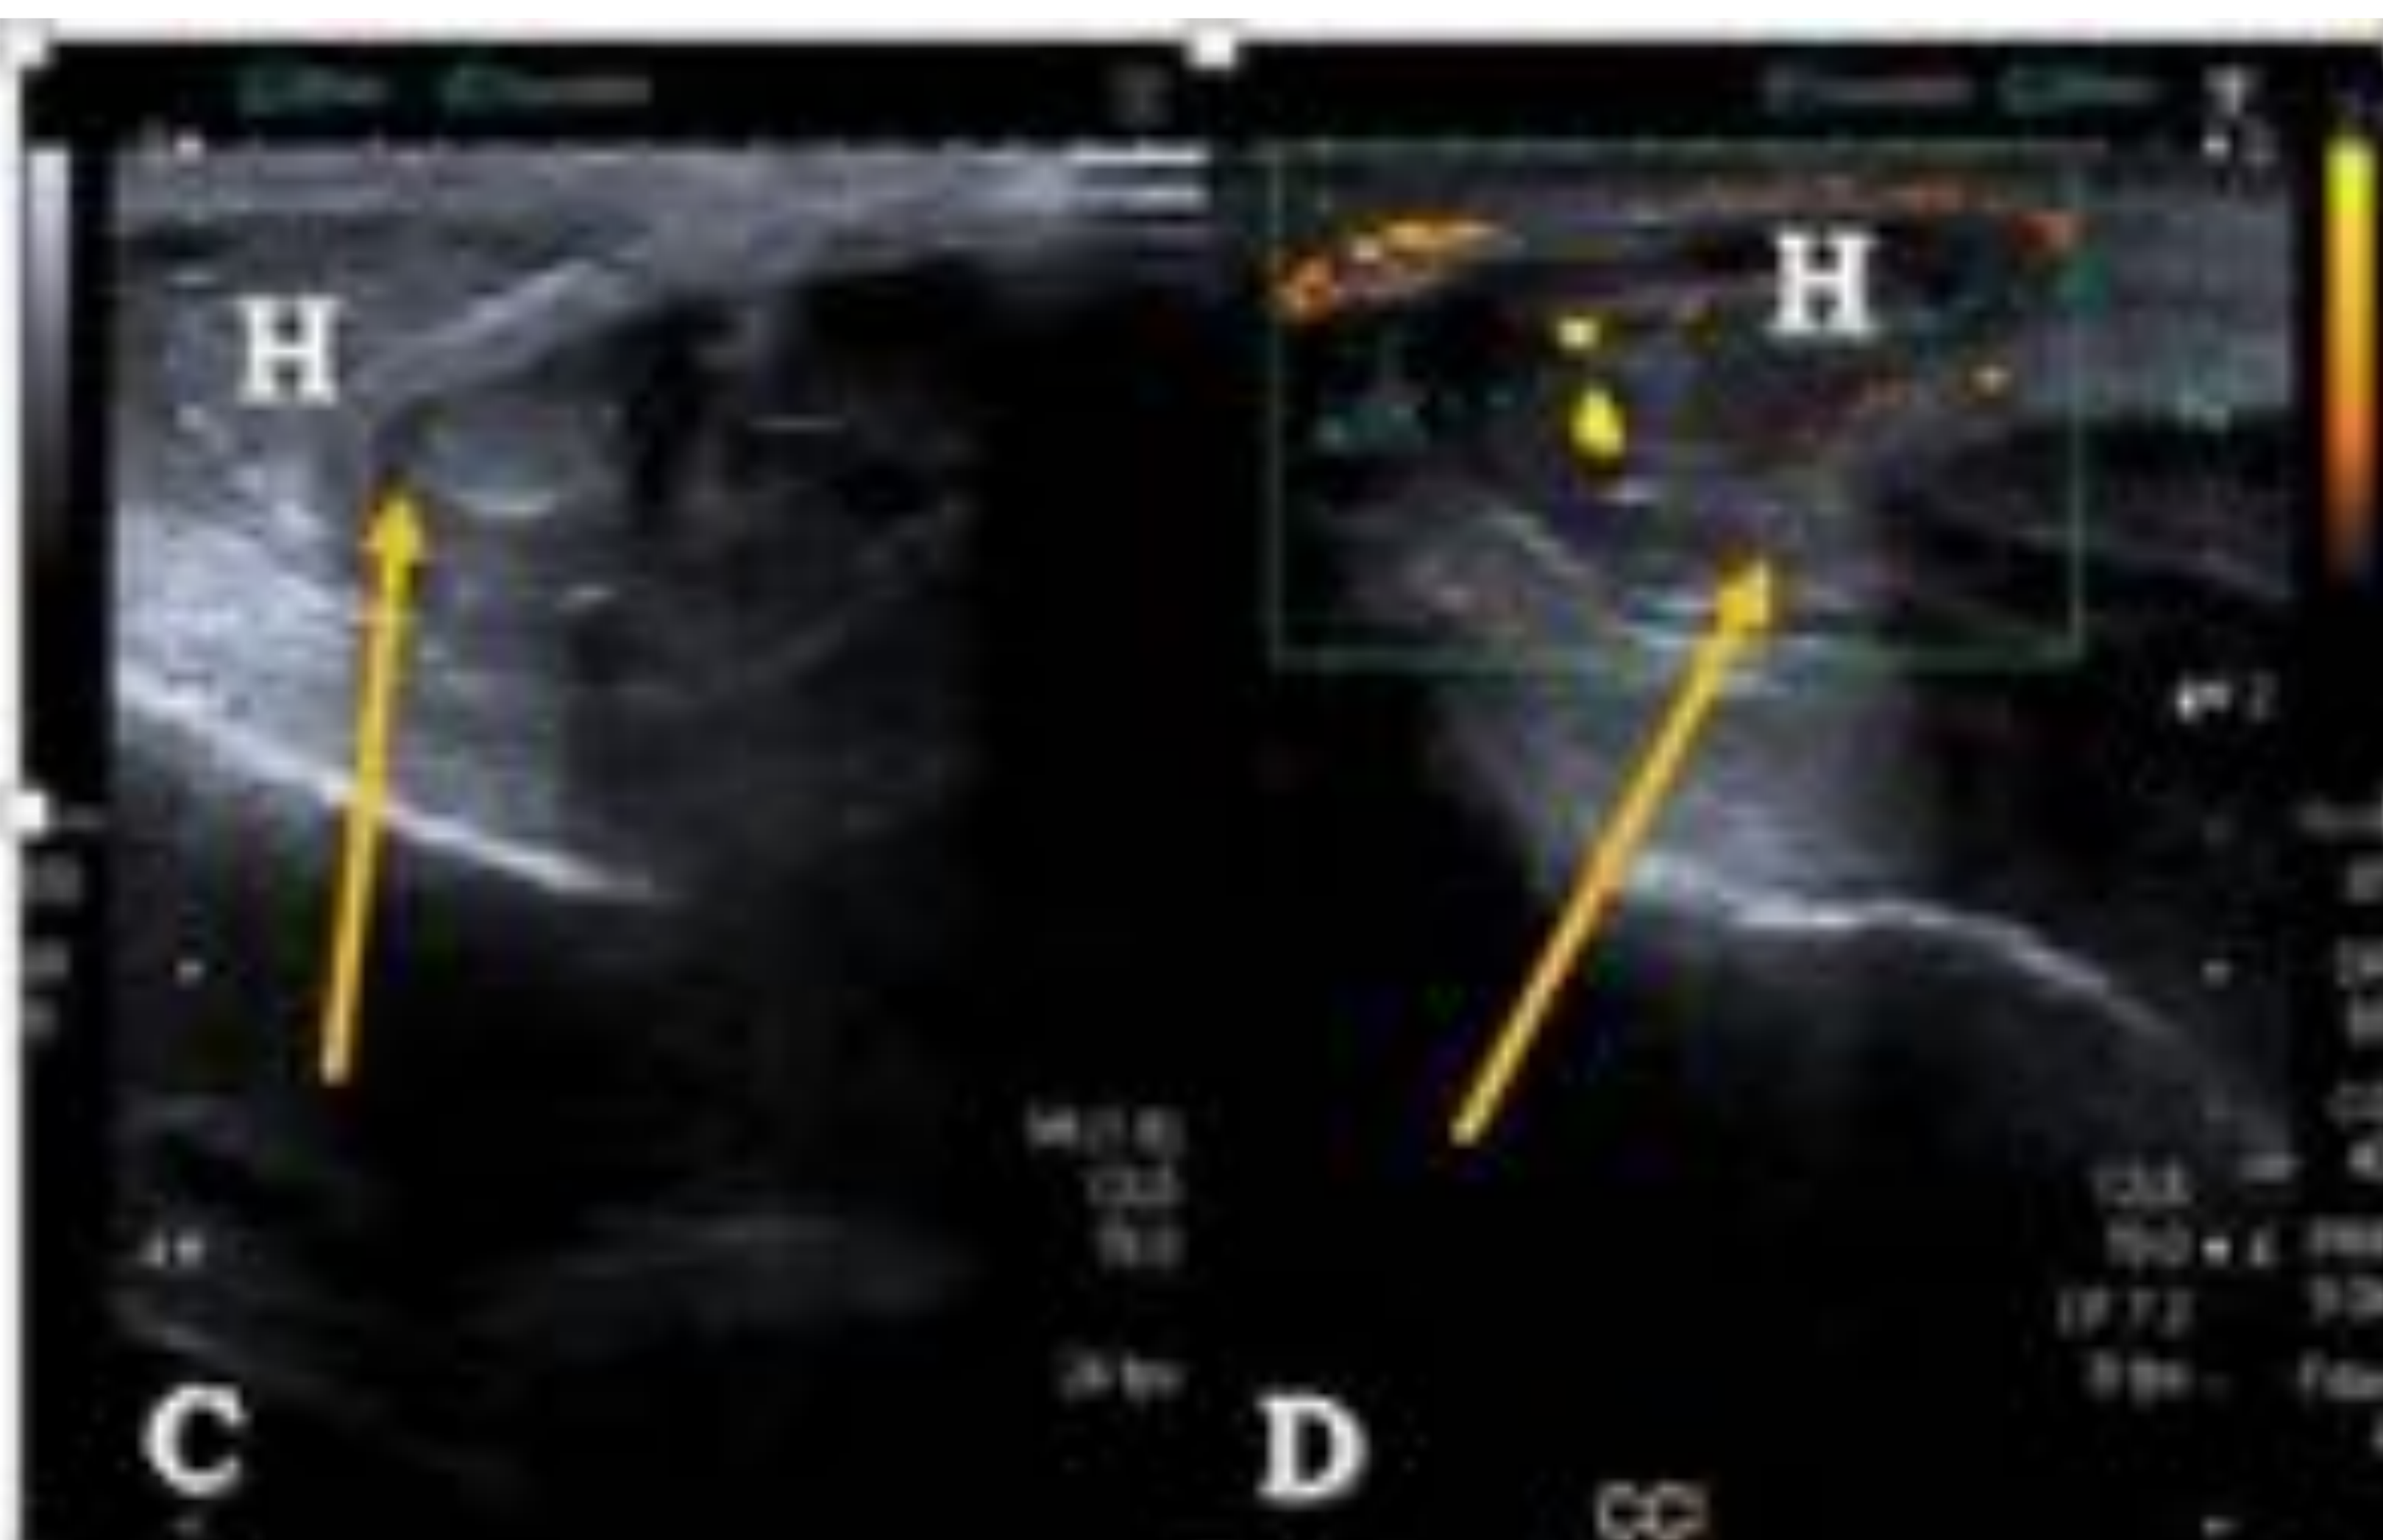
Imágenes ecográficas en modo B (figuras A y C) y Doppler color (B y D).
